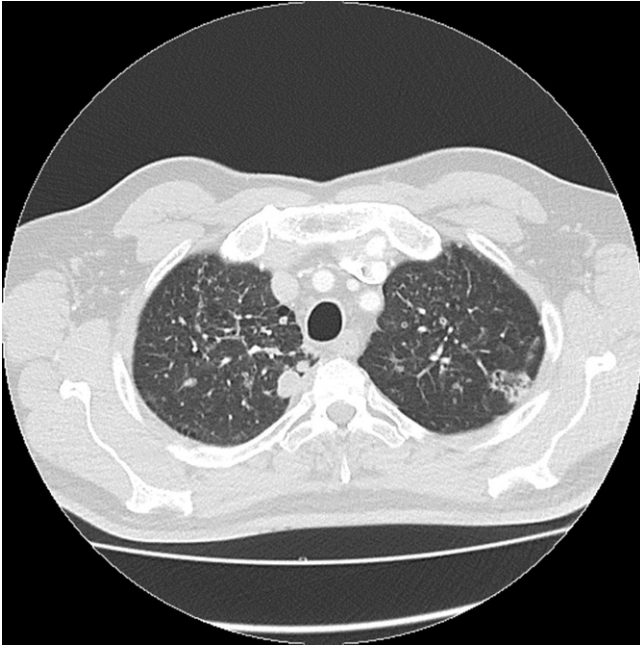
▲ Computertomographie des Thorax im Januar 2019 mit teilsoliden Veränderungen im linken Oberlappen und Noduli/Rundherden im rechten Oberlappen. (Mit freundl. Genehmigung, © Institut für Radiologie und Nuklearmedizin Bremerhaven, IRNB, alle Rechte vorbehalten)
